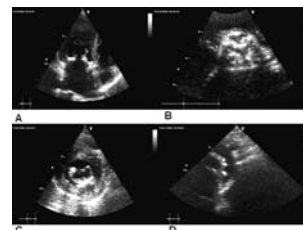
(a) Apical four-chamber view. Mitral annulus is severely calcific but the mitral leaflets are normal configuration. (b) Parasternal short-axis. The aortic leaflets and aortic annulus are severely calcific and aortic valve opening is restricted. (c) Parasternal short-axis. Myocardial wall thickening and calcification (d) Suprasternal view. Calcification on the descending aortic wall.
